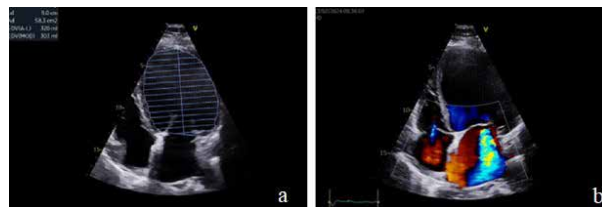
Ecocardiografie transtoracică - incidența apical 4 camere: a. ventricul stâng dilatat, VTD= 320 ml; b. Doppler-ul color la nivelul valvei mitrale evidențiază regurgitarea mitrală severă.
